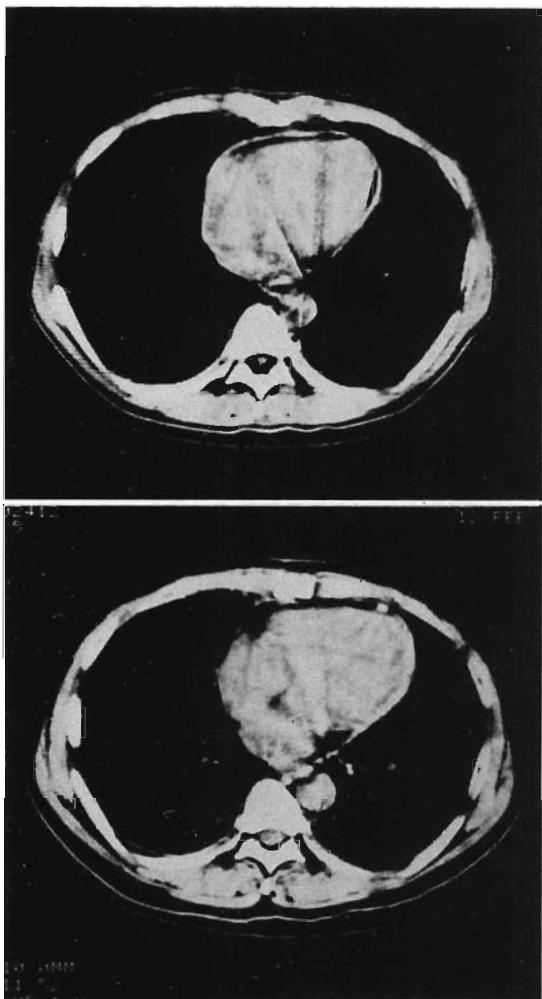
CT images before (top) and after (bottom) pericardectomy.
